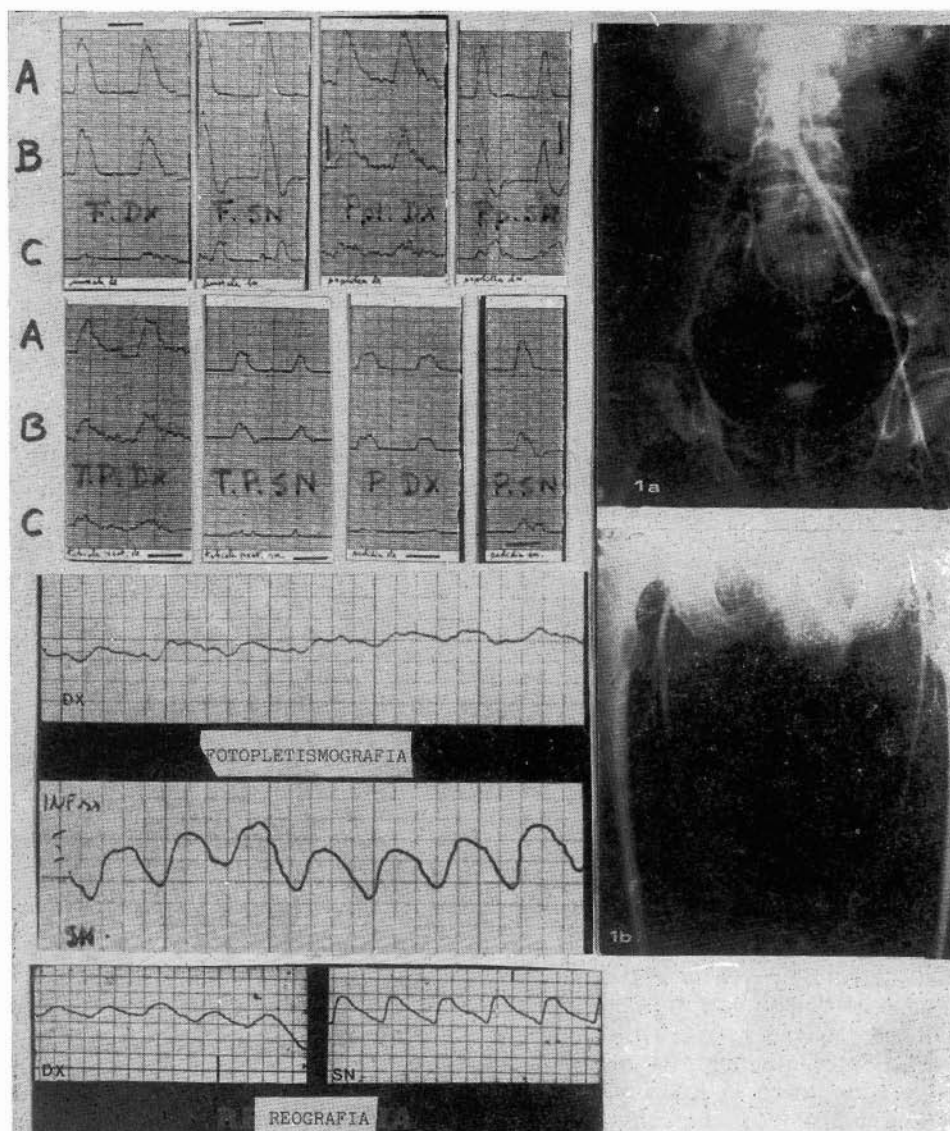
Arriba a la izquierda: Doppler-flujometría: A) Flujo anterógrado. B) Flujo diferencial. C) Flujo retrógrado.
